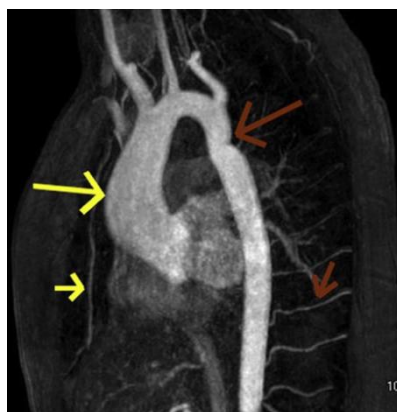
最大强度投影 (MIP)的图像源自60岁伴有升主动脉扩张的男性(大的黄色箭头)。在体表超声心动图图像中怀疑降主动脉缩窄;然而,MRA显示了峡部轻度扭曲,没有明显的狭窄(大的红箭头),而肋间动脉(小的红箭头)及乳房内动脉(小的黄箭头)的大小正常,这种表现与假性缩窄一致。
